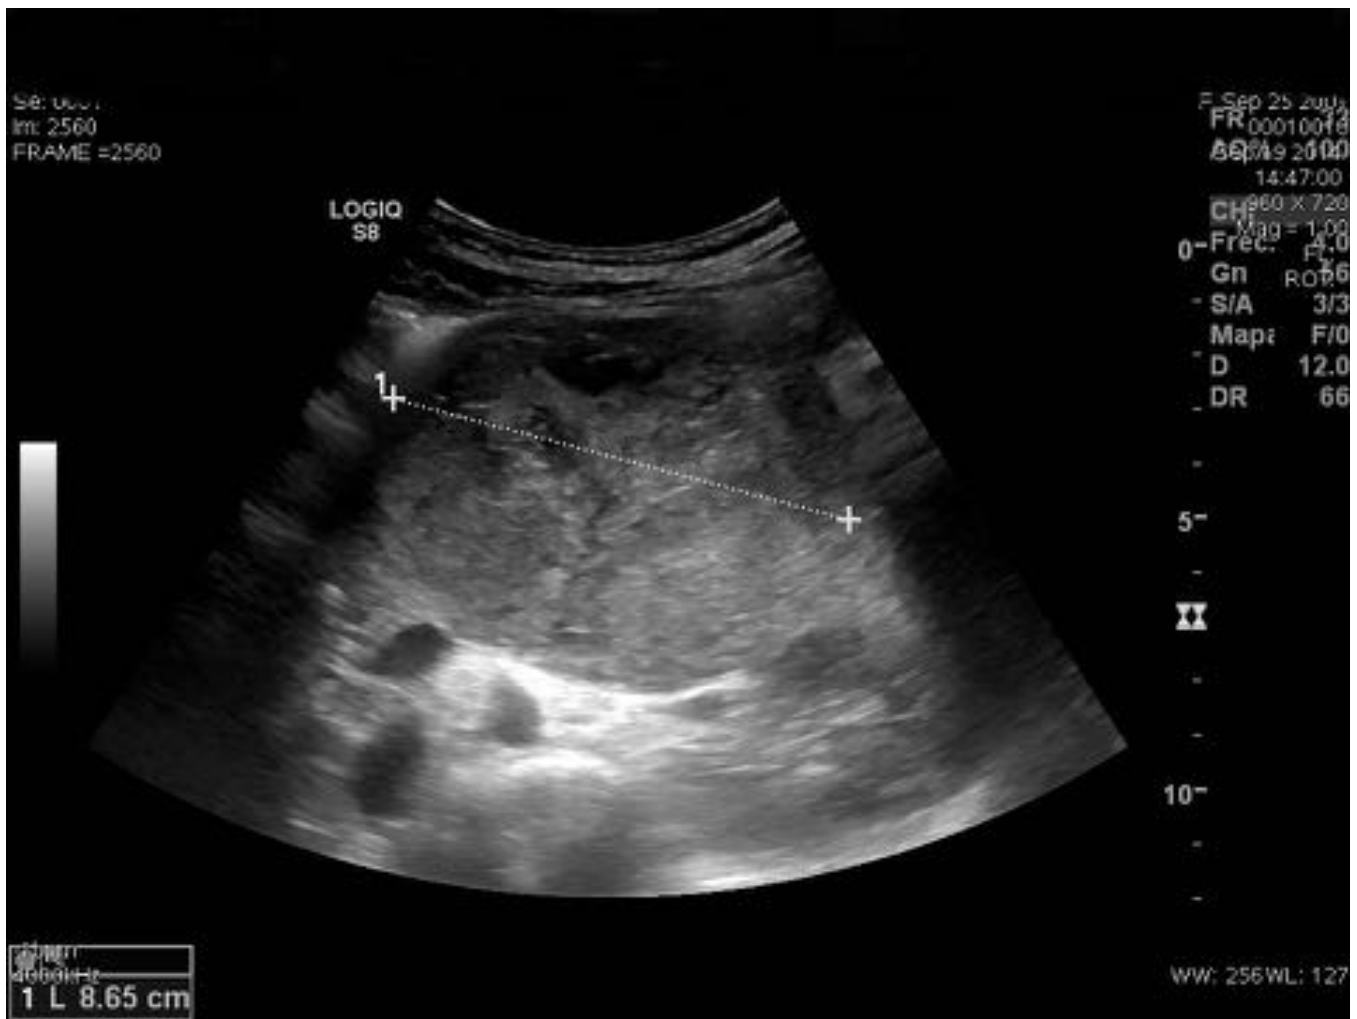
Tumoración heterogenea con areas hipoeoicas mal definidas en relacion a quistes sin observar septos y sin presentar señal doppler significativa.
